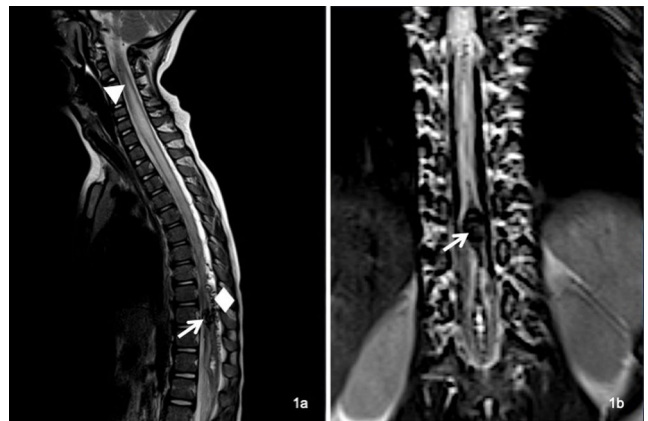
Resonancia magnética de la columna vertebral que revela una malformación arteriovenosa intramedular a nivel de D10 (flecha), caracterizada por ectasia y hematomielia. La hematomielia aparecía con hipointensidad en imágenes ponderadas en T2, extendiéndose a través del conducto endomielar en sentido cefálico hasta D9 y en sentido caudal hasta el cono medular. A la vez, se observó hiperintensidad intramedular extensa hasta C2, atribuida a congestión venosa (triángulo), así como dilatación de las venas perimedulares posteriores (rombo).
